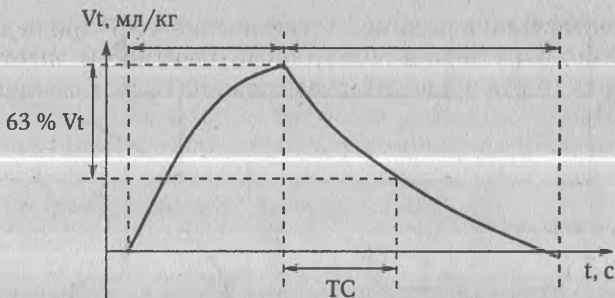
Нахождение постоянной времени (TC) по кривой  $V_t/t$
